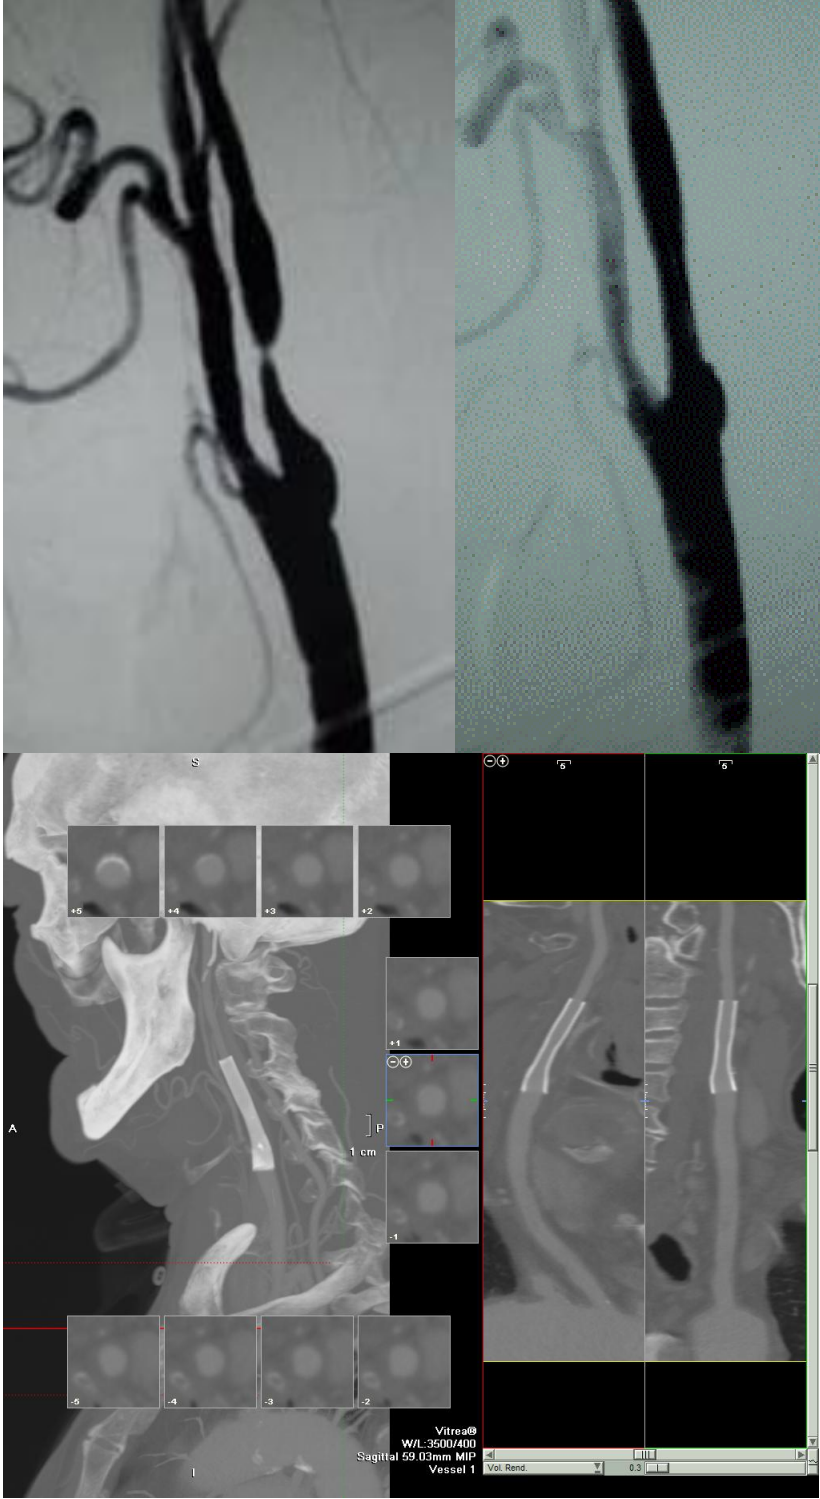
9 no'lu olgu. Sağ üstte sağ İKA bulbus düzeyinde preokluziv darlık. Sol üstte stent sonrası kontrolde lümen açık olarak izlenmiştir. Altta 6. ay BTA kontrolünde MİP, aksitel BT ve volüm renderindg görüntülerde lümen açık izlenmektedir
